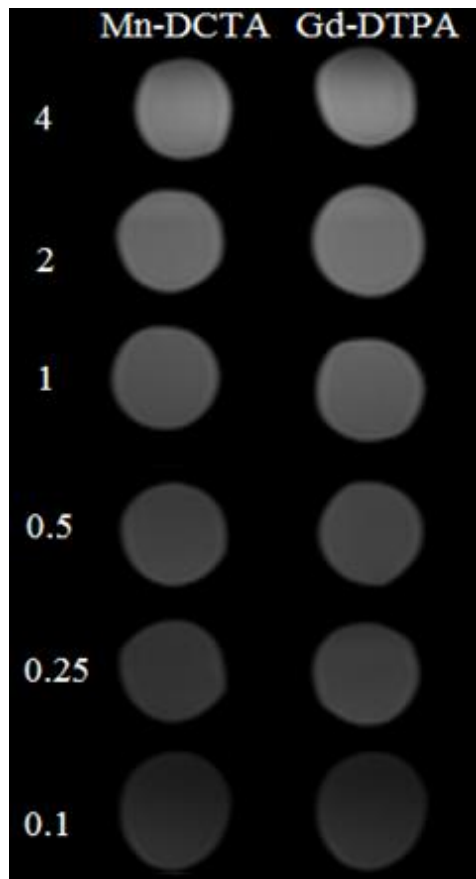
MRI of phantoms, on the left are concentrations of contrast agents in units of mMol / l
